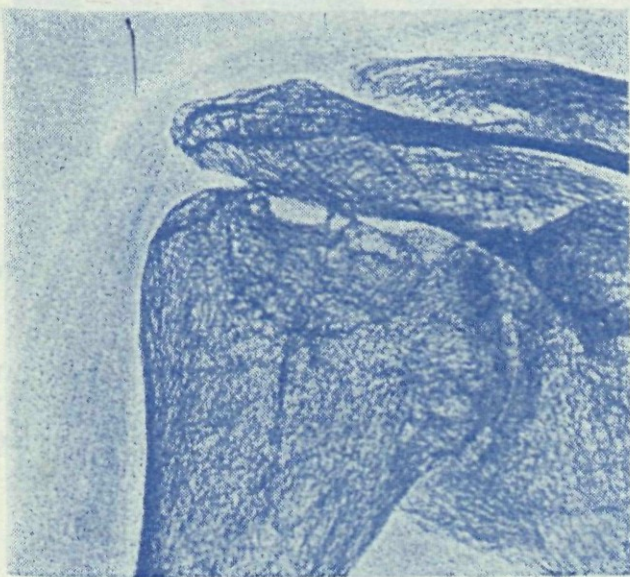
Xerorradiografia do ombro esquerdo de um doente com A.R. Notam-se acentuadas destruições ósseas.
